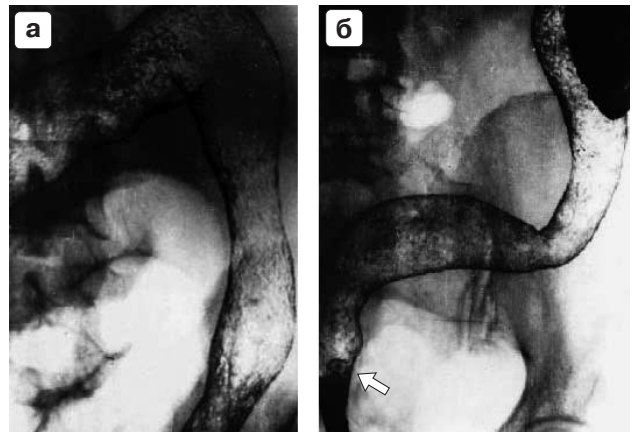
а – фрагмент рентгенограммы сигмовидной кишки. Типичное проявление преддивертикулярной стадии дивертикулярной болезни толстой кишки – неравномерное усиление гаустрации, симптом “частотола” – остроконечные выпячивания по контурам в сочетании с поперечной “исчерченностью” на рельефе. б – рентгенограмма селезеночного изгиба толстой кишки. Сочетание преддивертикулярной стадии в виде спастического синдрома нисходящей кишки (толстая стрелка), одиночного интрамурального дивертикула (тонкая стрелка) и двух полных дивертикулов по нижней стенке селезеночного изгиба (длинная стрелка).
